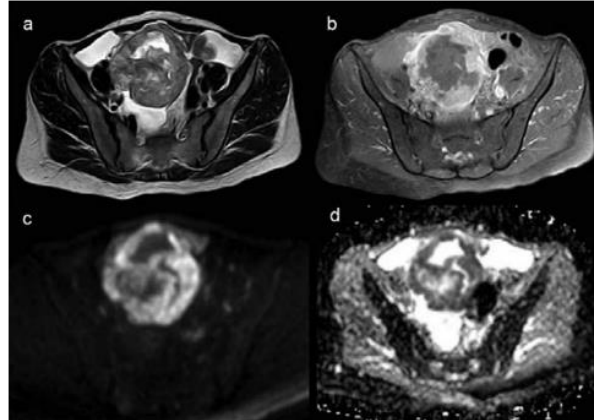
Kanker ovarium serosa. (A) Massa adneksa kistik dan padat yang kompleks ditunjukkan pada pencitraan *T2-weighted* koronal dan (B) transaksial. Meningkatkan aspek padat dan proyeksi papiler (tanda bintang) pada (C) MRI *T1-weighted* dengan peningkatan kontras dan (D) sinyal tinggi pada gambar *b-value diffusion-weighted* tinggi dan (E) sinyal koefisien difusi semu yang rendah merupakan fitur umum yang menunjukkan keganasan.¹⁷
